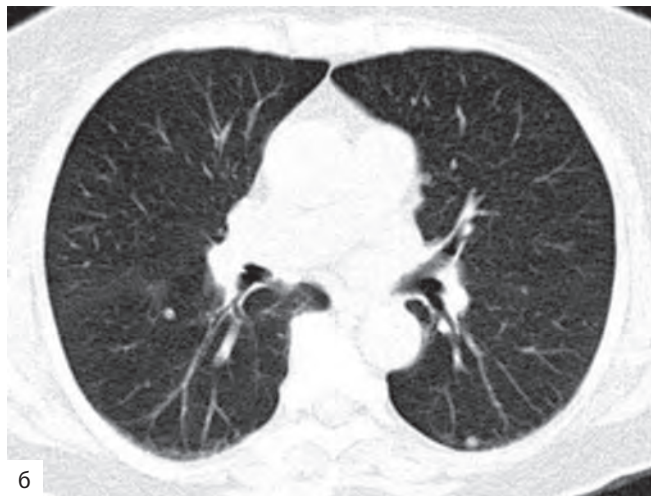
Метастазы опухоли матки в легкие. При КТ выявляются множественные крупные очаги с четкими ровными контурами и типичной для гематогенных метастазов связью с артериальными сосудами
